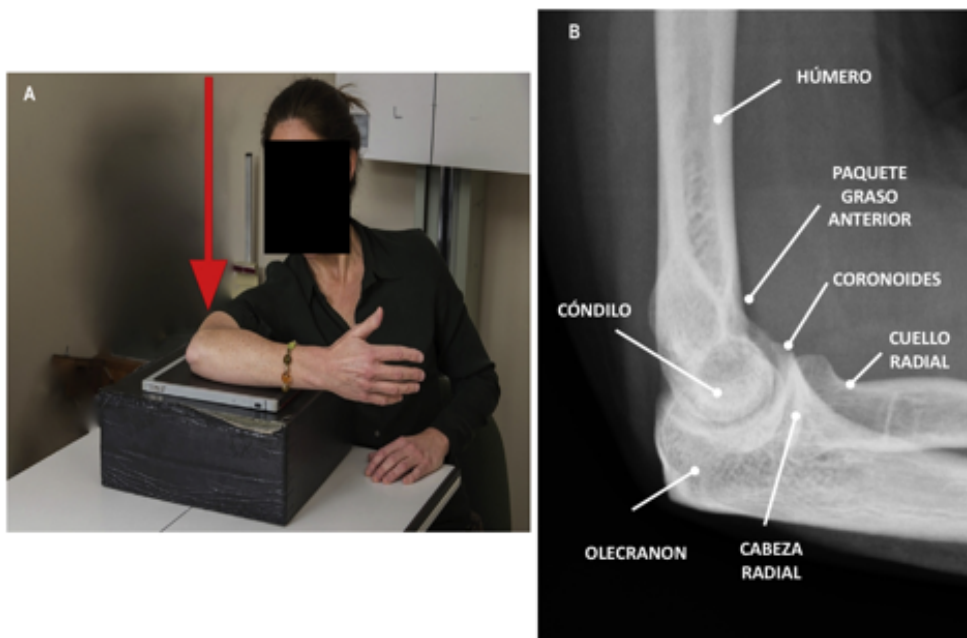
A. Fotografía de la realización de la proyección lateral de la radiografía simple de codo(22). B. Radiografía Lateral de codo*
